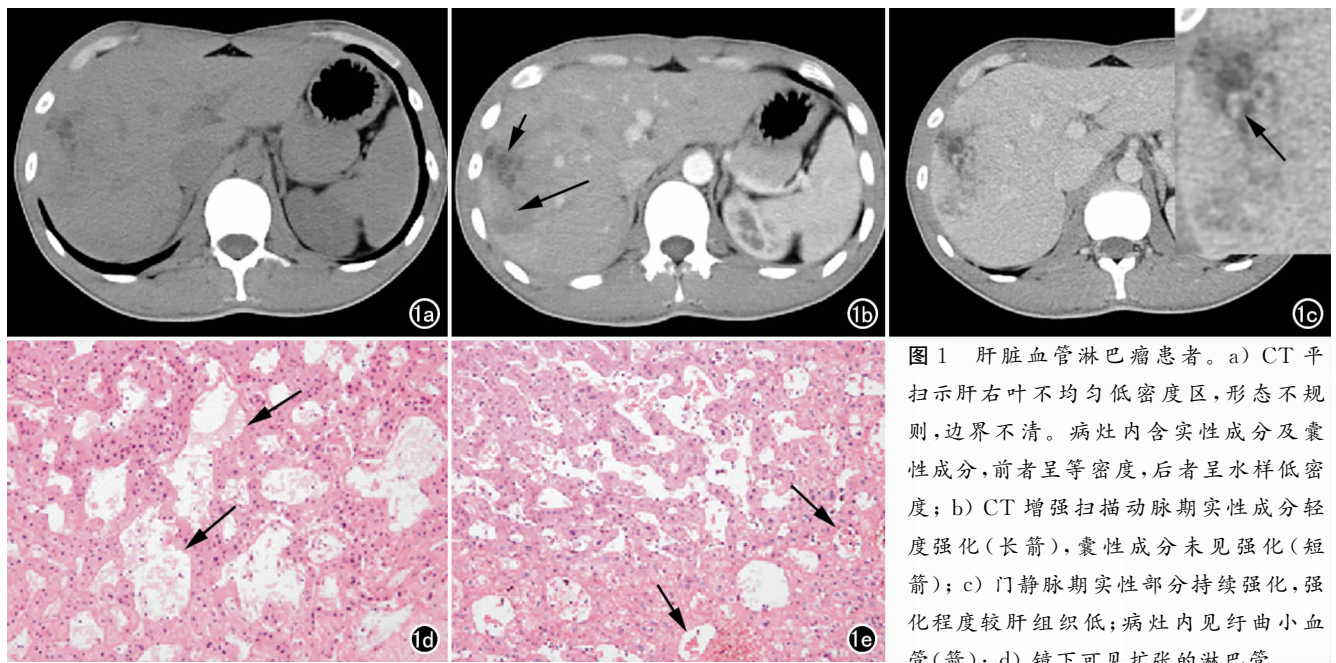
肝脏血管淋巴管瘤患者。a) CT平扫示肝右叶不均匀低密度区,形态不规则,边界不清。病灶内含实性成分及囊性成分,前者呈等密度,后者呈水样低密度;b) CT增强扫描动脉期实性成分轻度强化(长箭),囊性成分未见强化(短箭);c) 门静脉期实性部分持续强化,强化程度较肝组织低;病灶内见迂曲小血管(箭);d) 镜下可见扩张的淋巴管
